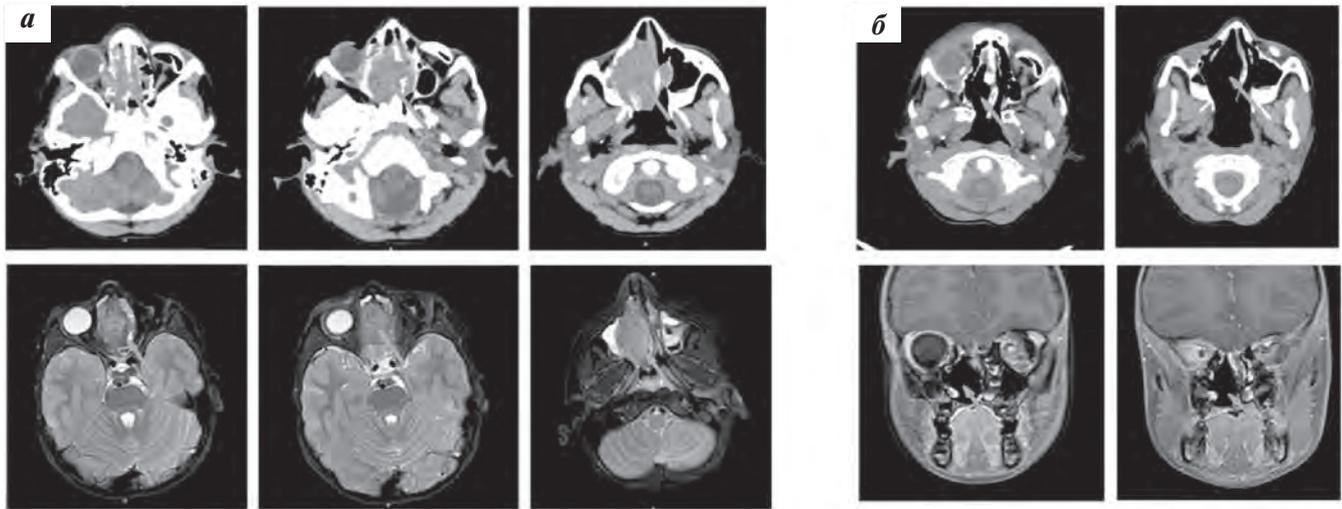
КТ и МРТ ЭНБ: а – до лечения; б – после лечения
